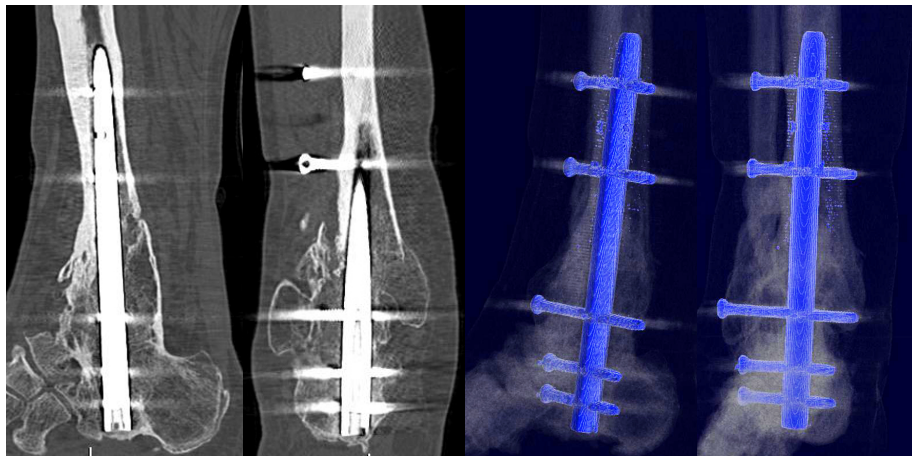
TAC artrodesis tibio - talo - calcánea tobillo derecho con clavo intramedular y buena formación de puente óseo.
